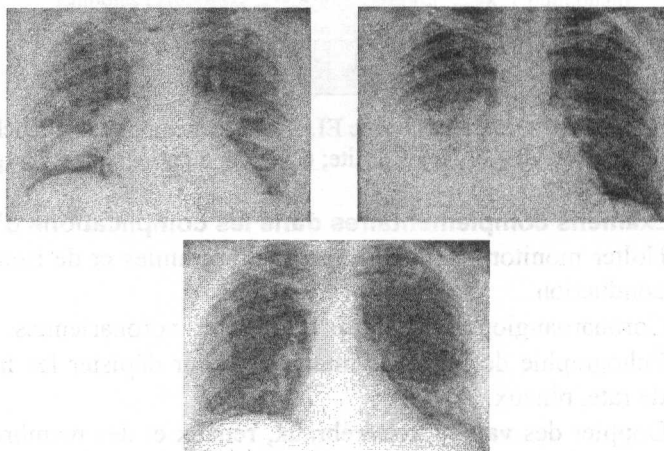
La radiographie de la cavité thoracique du patient Z. 23 ans avec EI de cœur droit, UDIV. Multiples foyers avec des signes de destruction.
